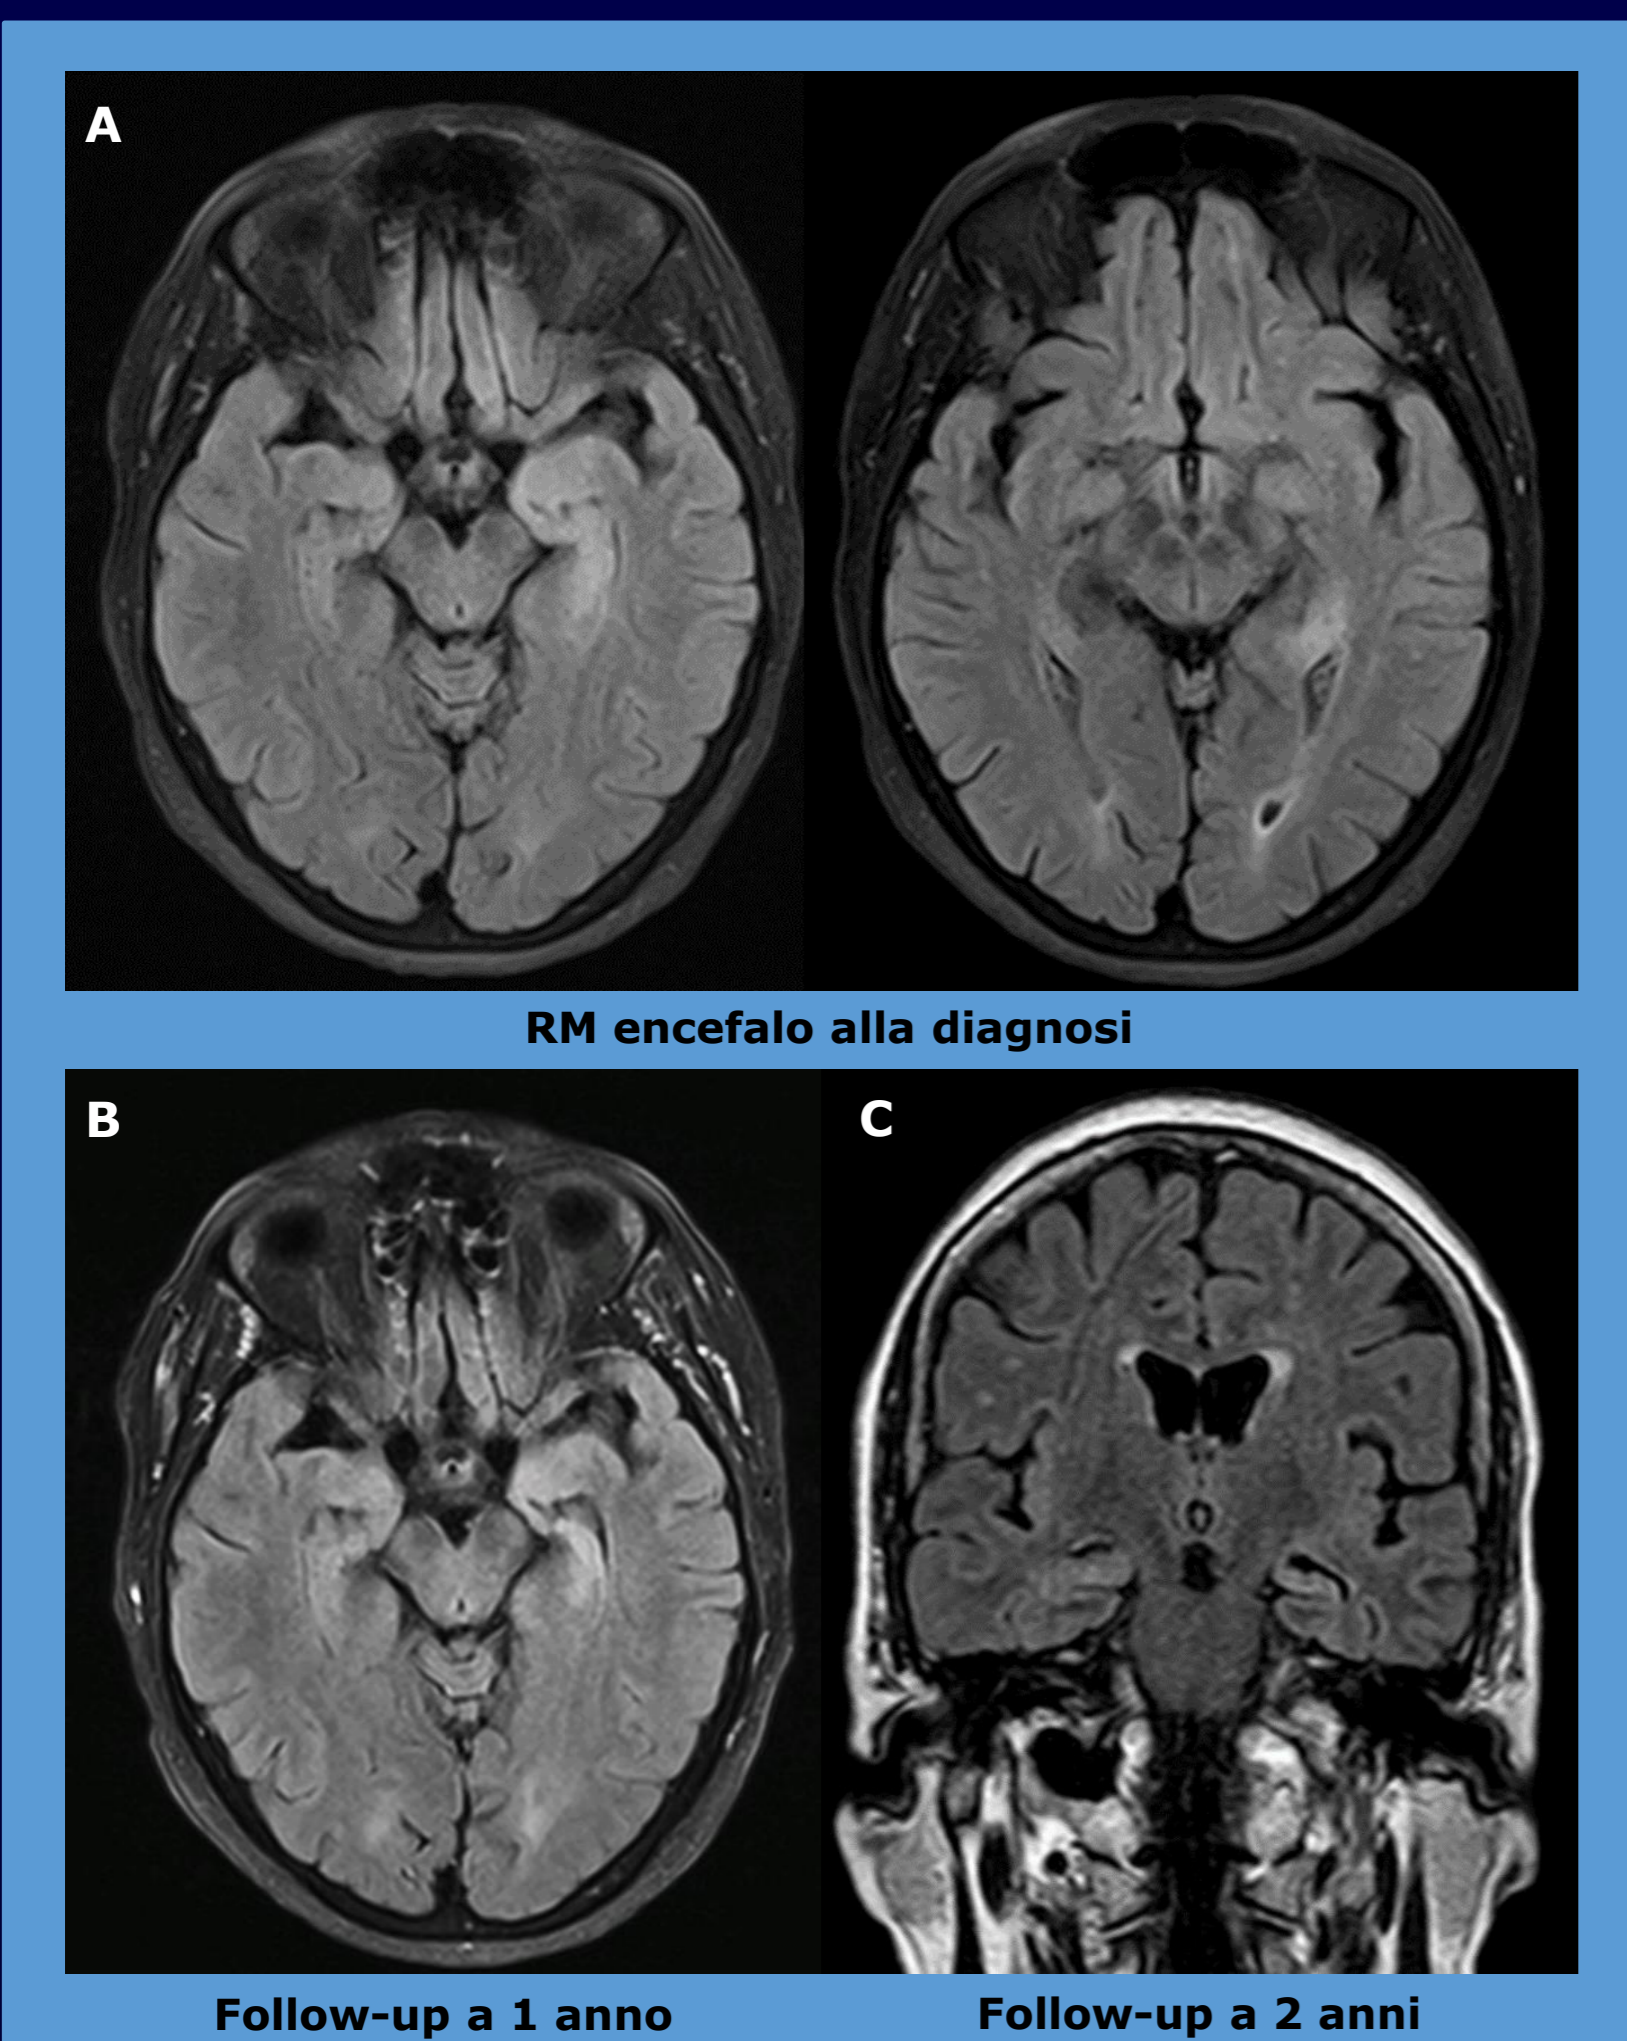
Pz#8, RM encefalo con sequenze T2/FLAIR: A. alla diagnosi: iperintensità T mesiale sin, B. a 1 aa, e C. a 2 aa: iperintensità ed atrofia T mesiale sin.
